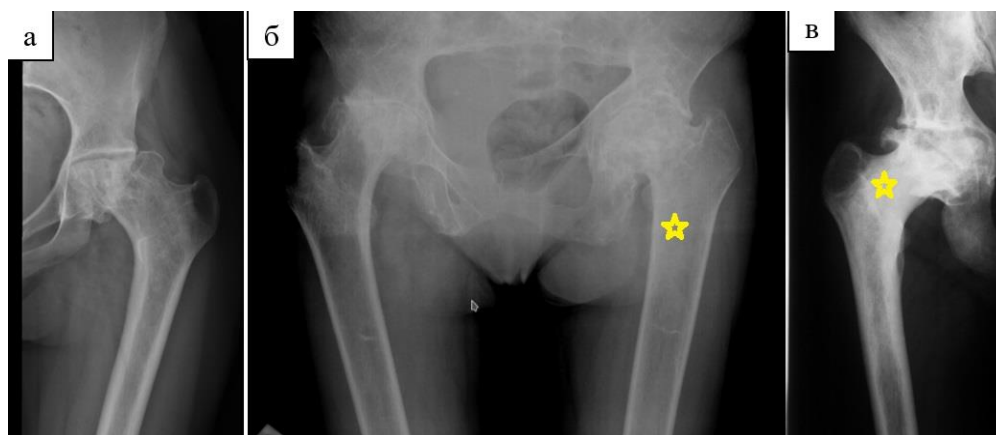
Рентгенограммы тазобедренных суставов пациентов с БГ со вторичными изменениями после АНГБК: а) коллапс эпифиза; б) двустороннее поражение (звёздочкой отмечено расширение проксимального отдела диафиза бедра); в) остеосклероз проксимального метафиза бедра (отмечен звёздочкой)
